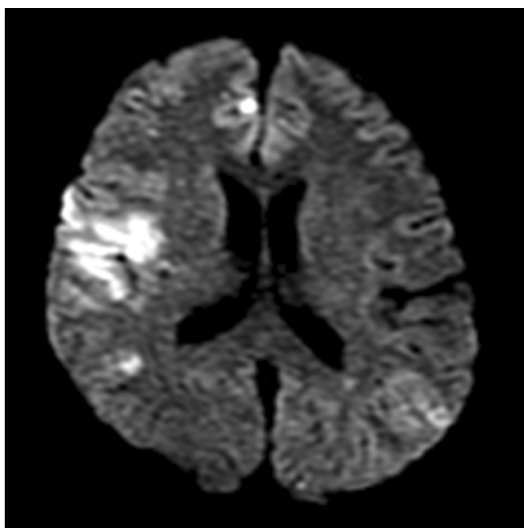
Axial diffusion weighted magnetic resonance image shows high signal intensity foci suggesting acute infarct at right temporal, right frontal and left occipital.
